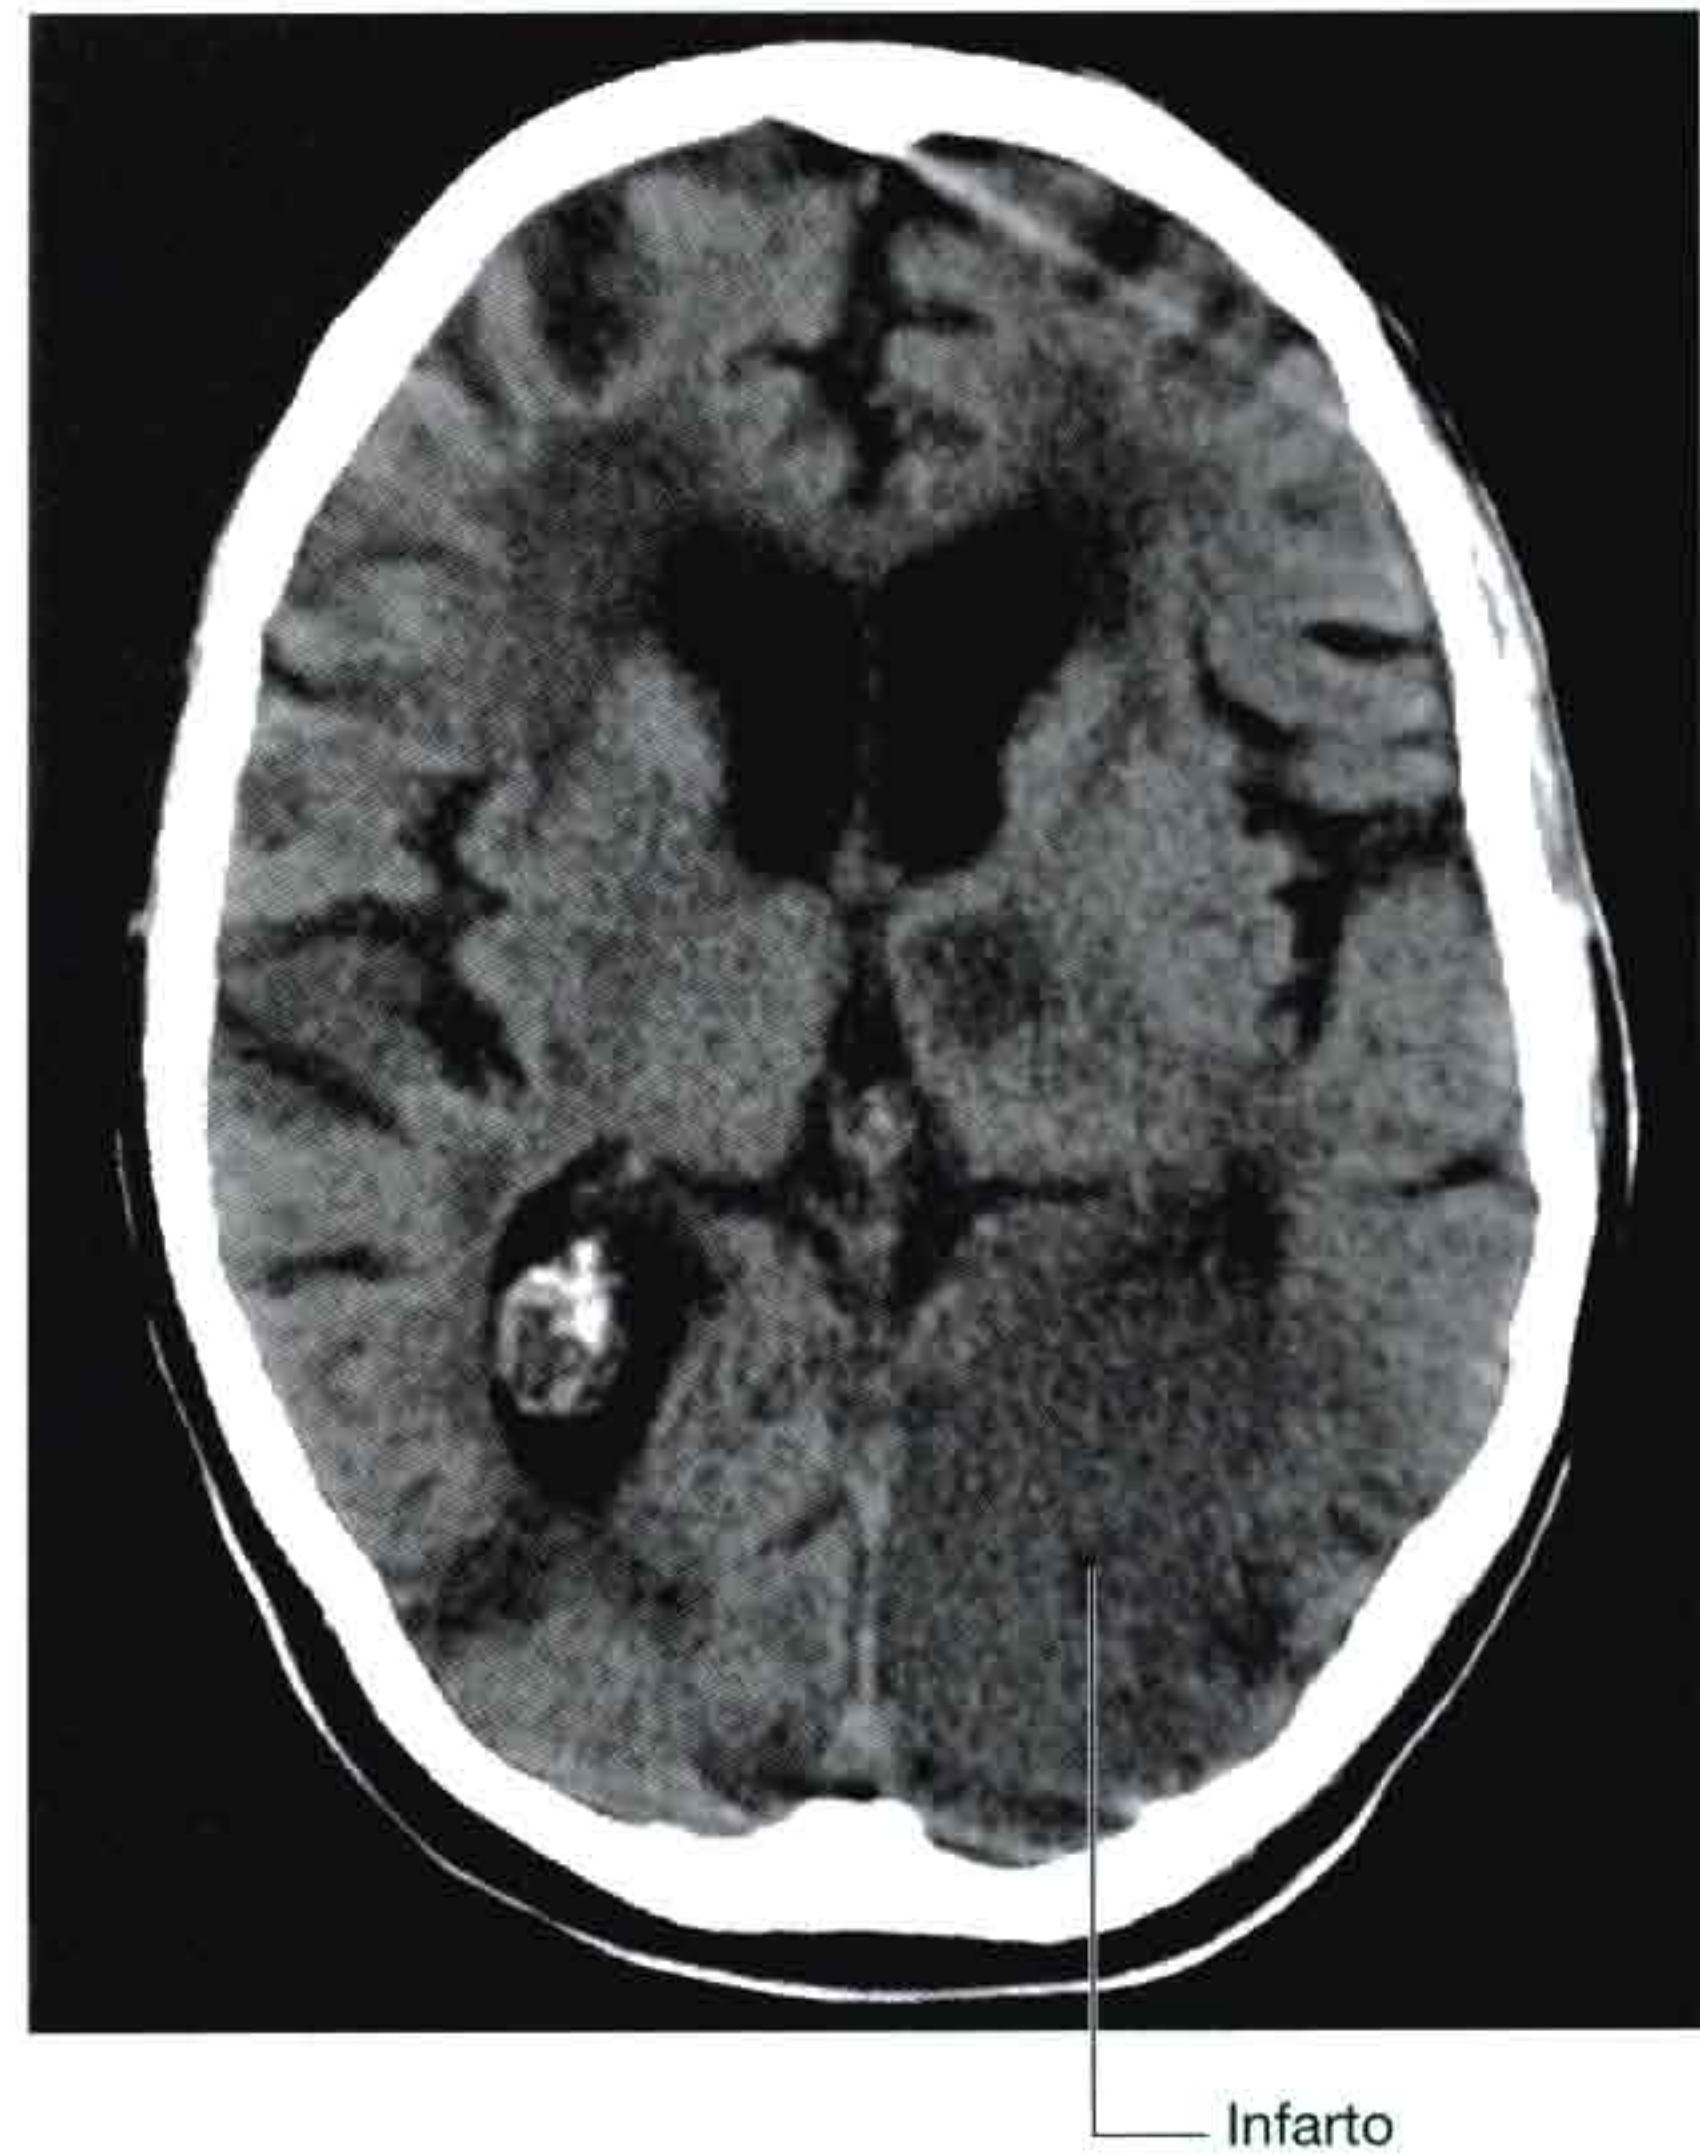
Infarto cerebral. TC cerebral.
